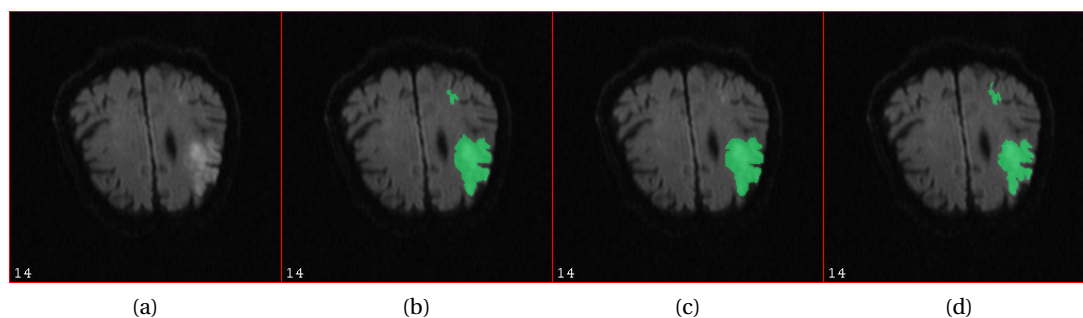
1.5 – Segmentation d'une image d'IRM en diffusion (a) par trois experts différents (b+c+d).
